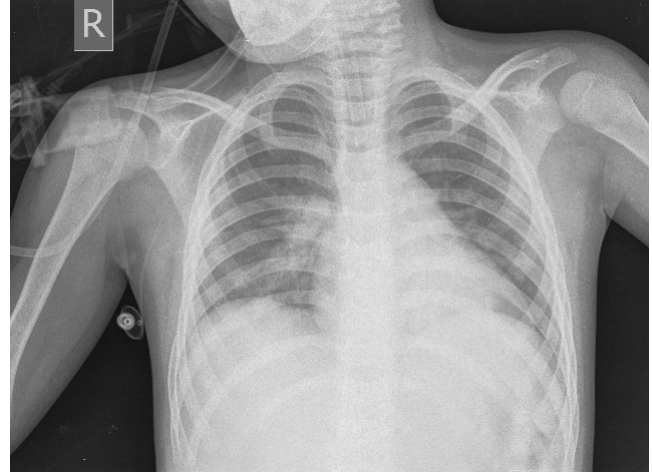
Yoğun bakım yatışındaki akciğer grafisi
